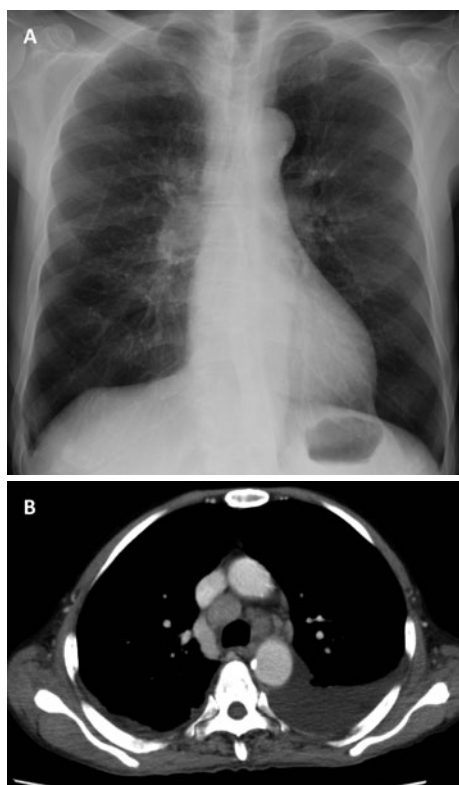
(A) 入院時の胸部単純 X 線写真. 肺野に浸潤陰影を認めない. (B) 入院数日後の造影 CT, 縦隔条件. 両側縦隔リンパ節腫脹と両側性の胸水貯留を認める.
